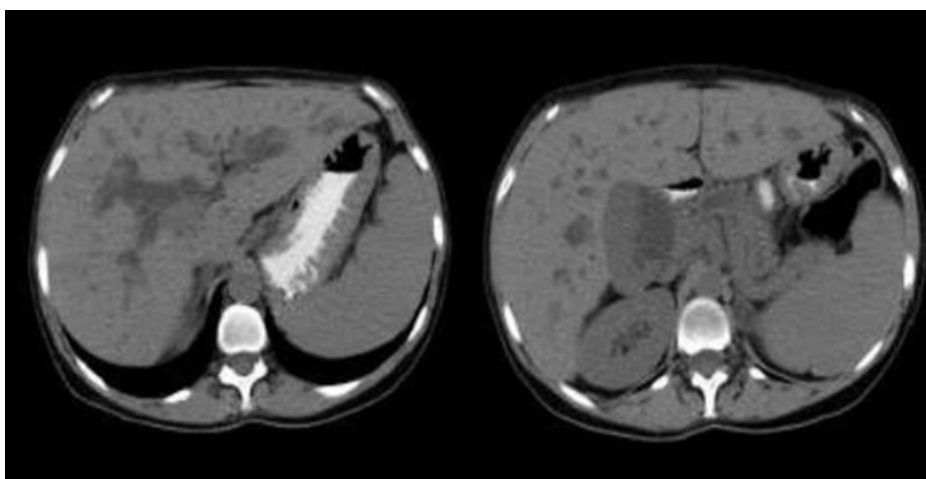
Imagem de TC com dilatação do Wirsung e das vias biliares por tumor peri-ampular. Adaptado de [23].
